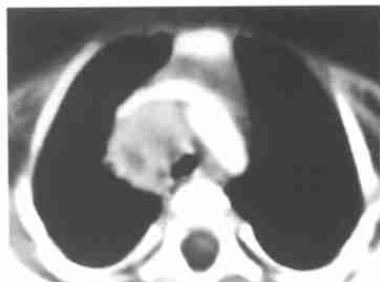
原发综合征。CT 增强呈不均匀强化的纵隔内淋巴结肿大坏死
